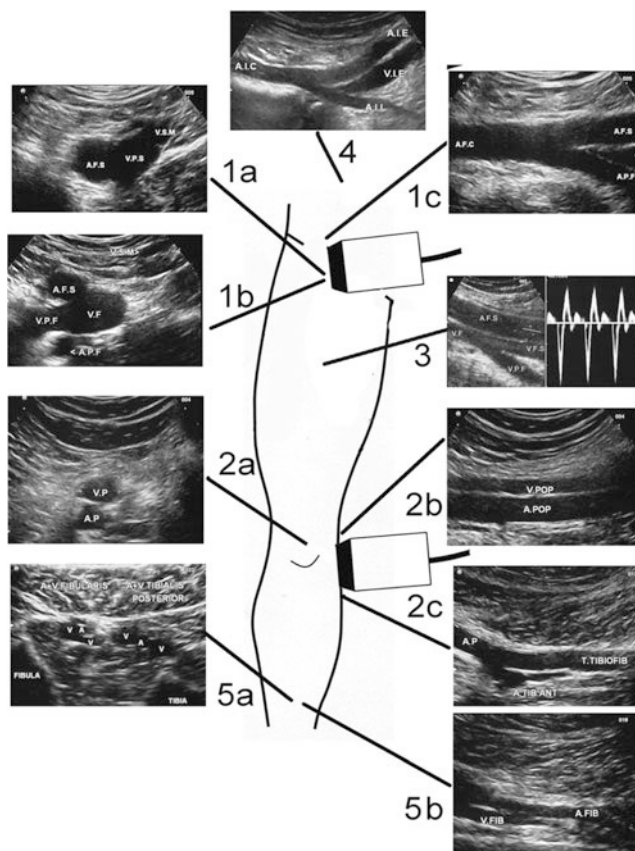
Sonoanatomische bildliche Darstellung der primären Untersuchungspunkte in der Diagnostik der Beinarterien (links im Querschnitt zur Gefäßlokalisierung, rechts im Längsschnitt zur Gefäßbeurteilung und Stenosedagnostik mit Ableitung des Dopplerfrequenzspektrums) 1a und 1b in Leiste Femoralisbifurkation im Querschnitt. 1c Femoralisbifurkation im Längsschnitt 2a Fossa poplitea im Querschnitt 2b A. poplitea im Längsschnitt 2c Truncus tibiofibularis im Längsschnitt 3 A. femoralis superficialis im Längsschnitt 4 Iliakalbifurkation im Längsschnitt 5a Wade von dorsal im Querschnitt mit A. fibularis und A. tibialis posterior 5b Wade im Längsschnitt von dorsal mit A. und V. fibularis
